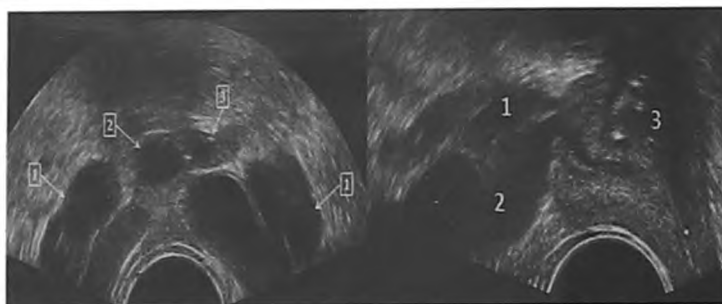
ТРУЗИ. Поперечная проекция (слева) и продольная проекция (справа). Расширение СП и ампул СВП при ДГПЖ. Слева: 1 – СП, 2, 3 – ампулы СВП. Справа: 1 – ампула СВП, 2 – СП, 3 – ПЖ с узлом гиперплазии
